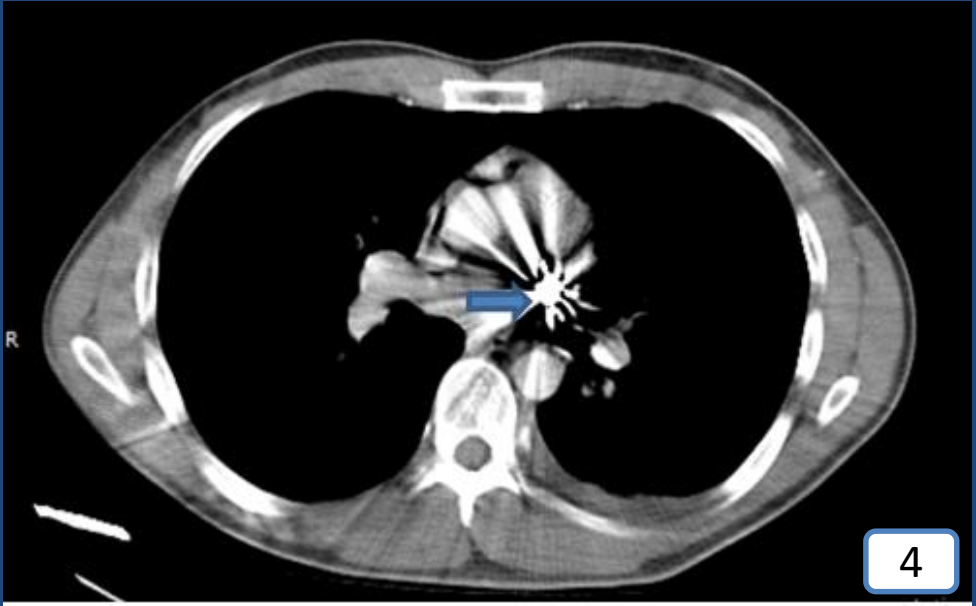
Tomografía Axial del paciente, se visualiza proyectil (flecha azul), que se encuentra entre aorta y pulmonar sin lesionarlos.
